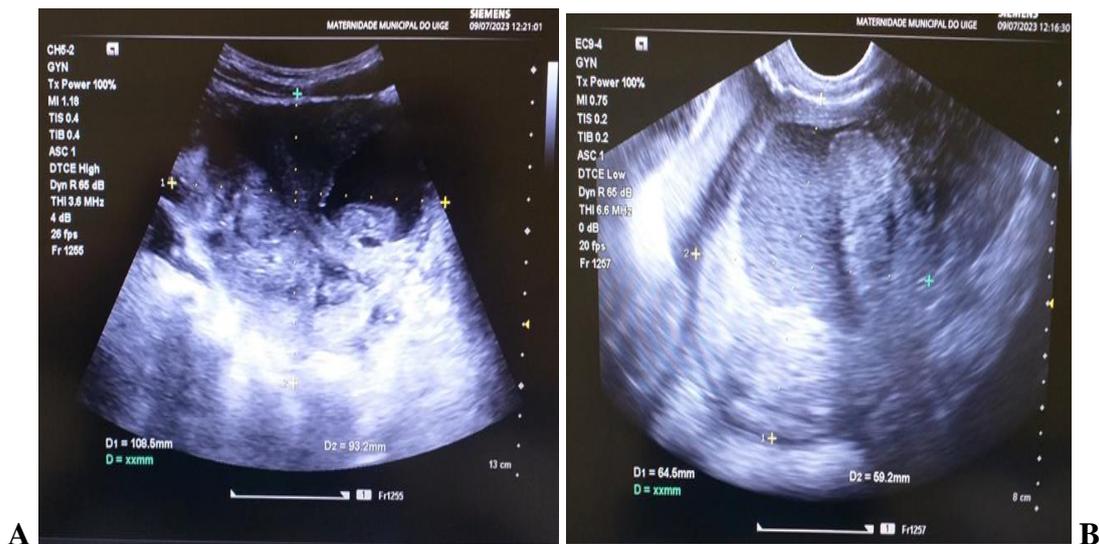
A) Ecografía pélvica; B) Ecografía transvaginal realizada que muestra un endometrio heterogéneo sin gestación intraútero.
